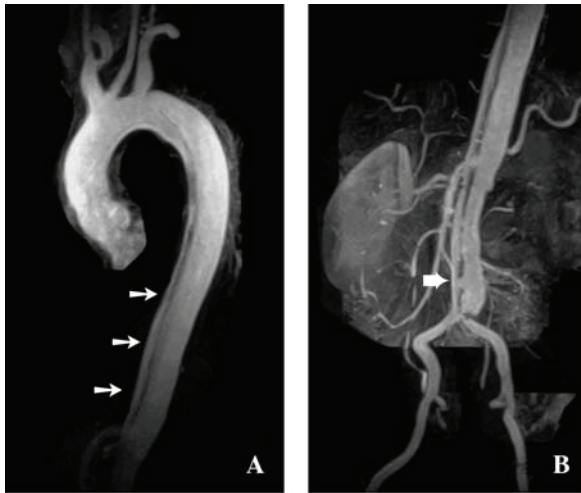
Kontrastverstärkte CT-Angiographie bei Typ B-Aortendissektion
